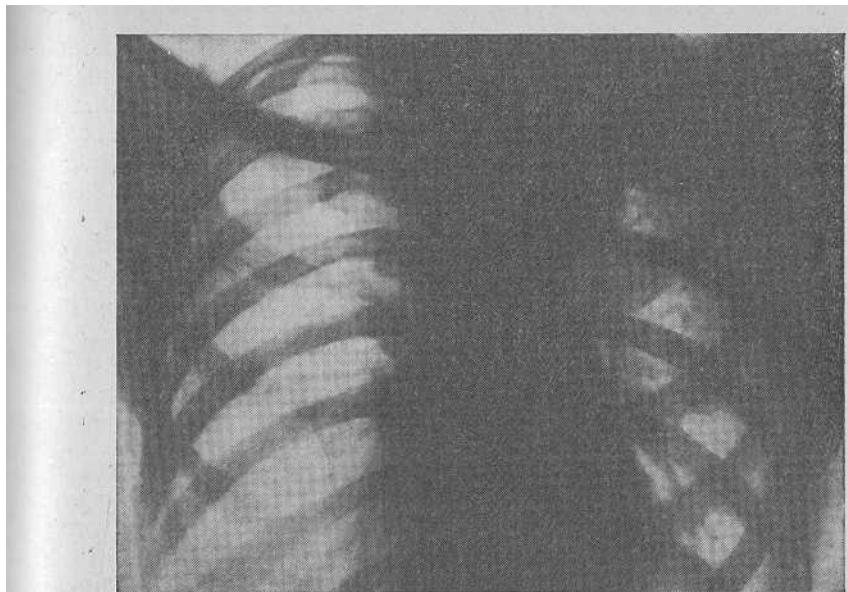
Левосторонний фиброзно-кавернозный туберкулез. Рентгенограмма до операции экстраплеврального пневмоторакса.
